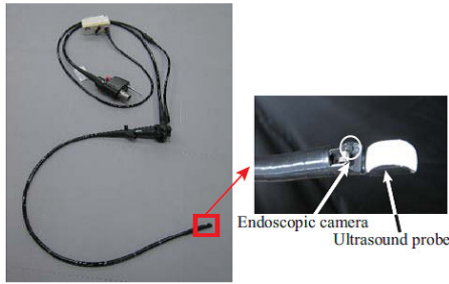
Ultrasound endoscopy (G-3870UTK , Hoya)
